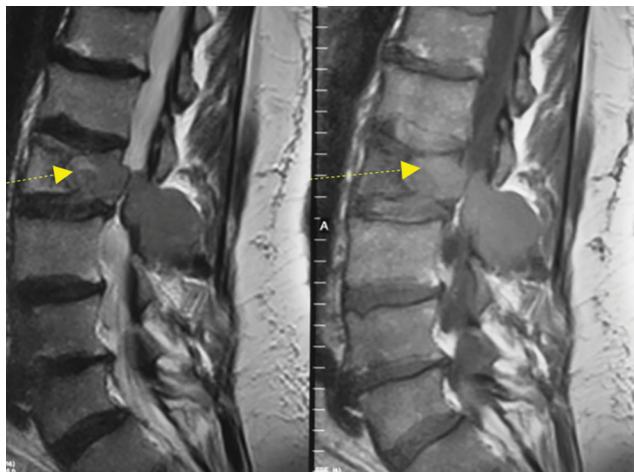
МРТ поясничного отдела позвоночника, T2-ВИ (слева) и T1-ВИ (справа), сагиттальный срез. Метастатическое поражение L1 позвонка (желтая стрелка) в виде объемного процесса в теле позвонка с переходом на левую ножку, с выходом за пределы костной ткани в позвоночный канал, компрессией и смещением дурального мешка, поражением задних структур позвонка, дуги, межпозвонкового сустава и формированием паравerteбрального объемного образования
